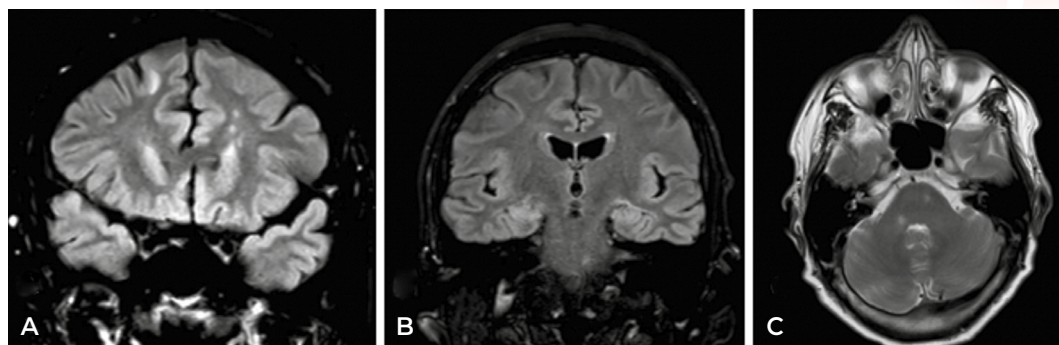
RM craneal SC y CC. A y B) Secuencias FLAIR que objetivan respectivamente lesión yuxtacortical frontal derecha e hiperintensidades sutiles de ambos hipocampos. C) Secuencia T2 que muestra dos focos infratentoriales; en pedúnculo cerebeloso derecho y hemiprotuberancia izquierda.
